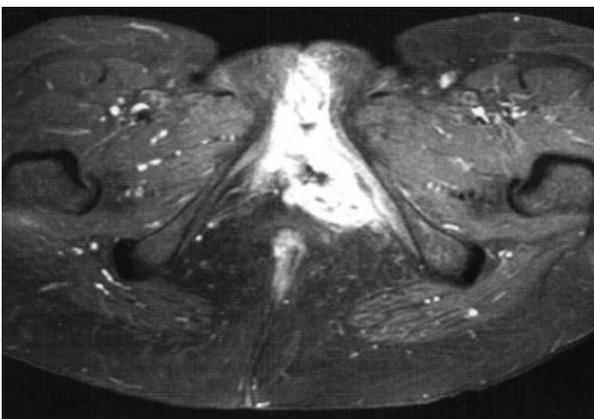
RMN pelvienne T1 avec injection de gadolinium montrant l'extension tumorale jusqu'à la fosse ischio-rectale.
